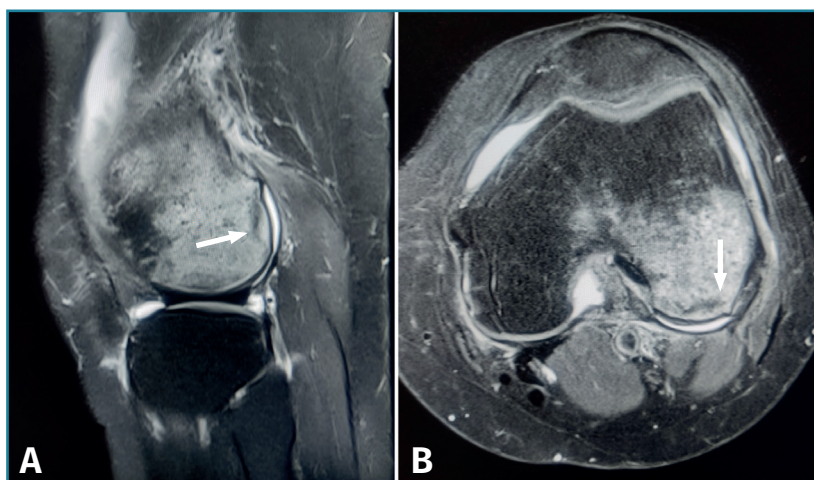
Resonancia magnética de rodilla, secuencias potenciadas en T2. A: corte sagital; B: corte axial. Se aprecia intenso edema óseo en el cóndilo femoral externo, con señal hiperintensa, e imagen de fractura trabecular subcondral como una línea hipointensa paralela a la superficie articular (flecha).
